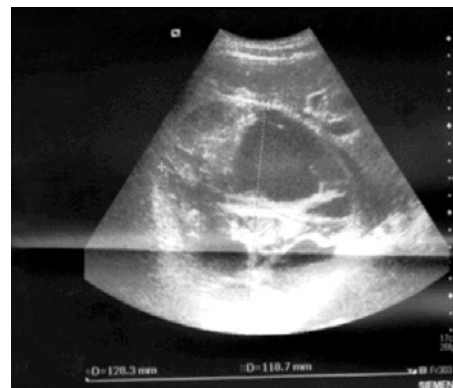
Ecografia abdominal ilustrando massa quística e septada
